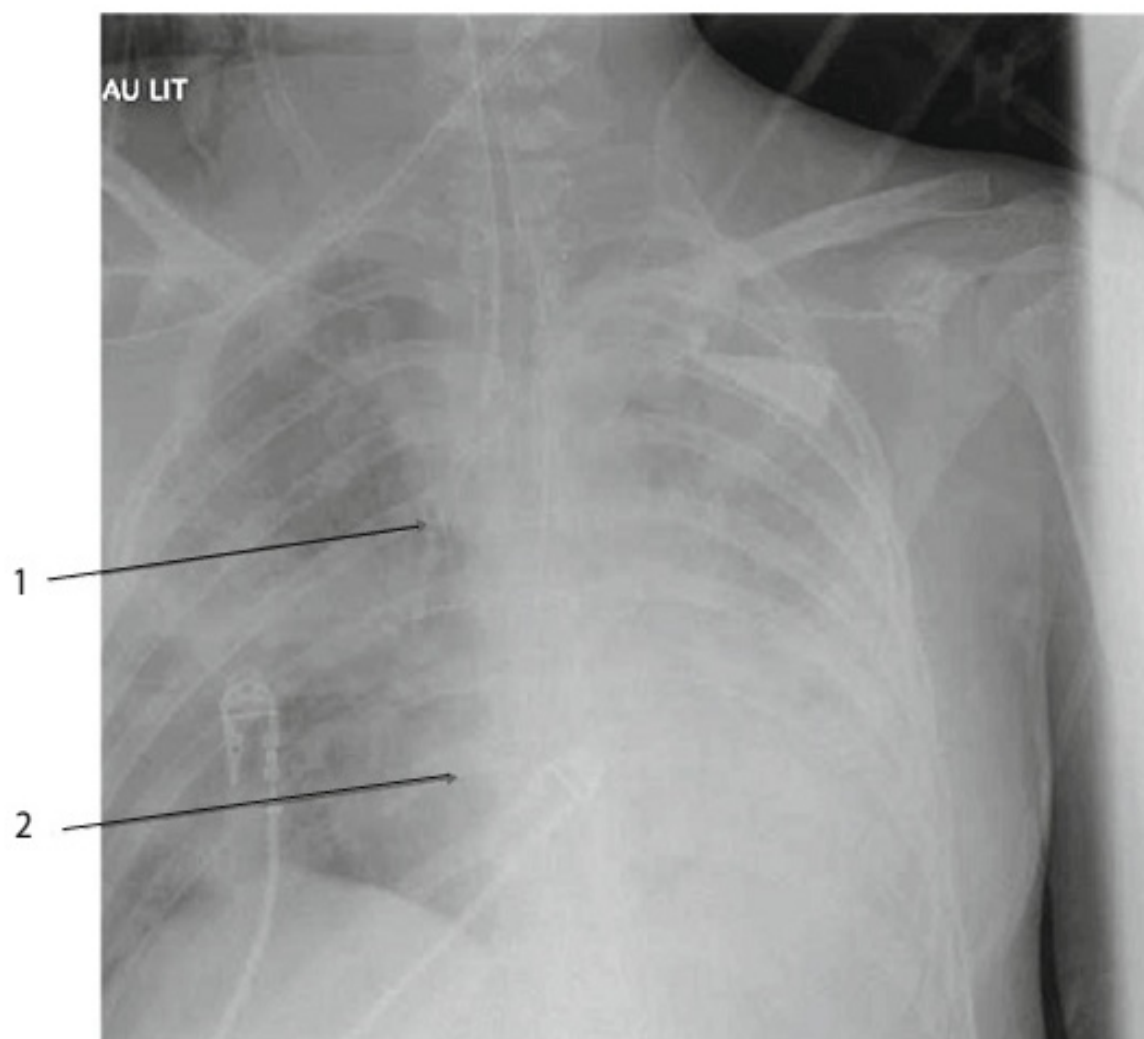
Radiographie de thorax après implantation d'une ECMO veino-veineuse pour SDRA [2].
